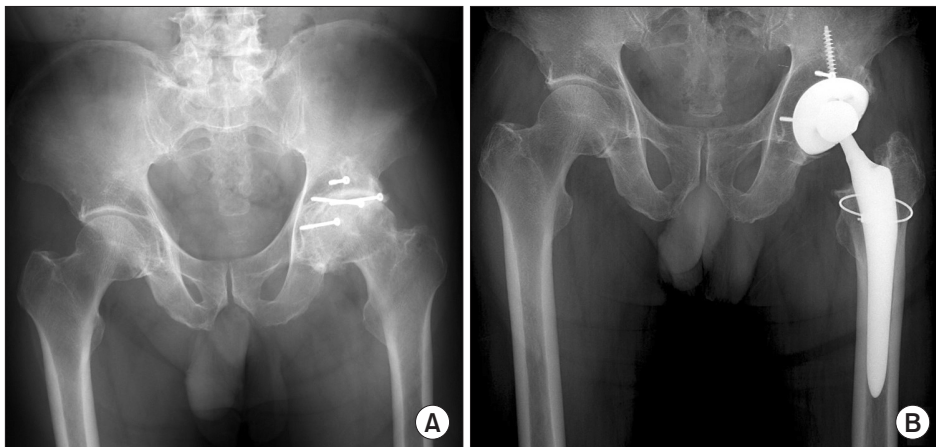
(A) Preoperative radiography of a 75-year-old male shows osteoarthritic changes in the left hip joint. (B) Radiograph taken 6 years after total hip arthroplasty using a ceramic-on-polyethylene articular bearing surface shows no abnormal finding around the acetabular cup and femoral stem.
